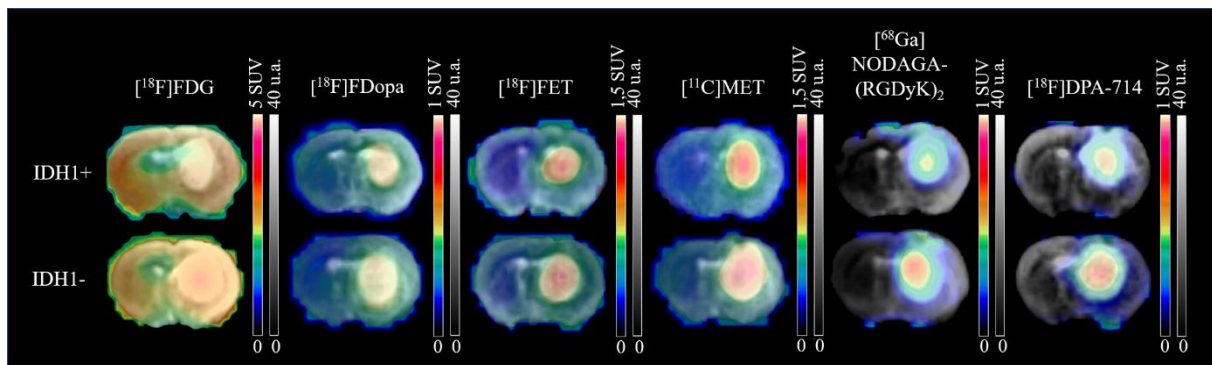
Images axiales représentatives de l'imagerie TEP statique fusionnées avec l'IRM T₂-w pour les tumeurs IDH1+ et IDH1-. L'IRM est exprimée en intensité du signal et la TEP en SUV.
